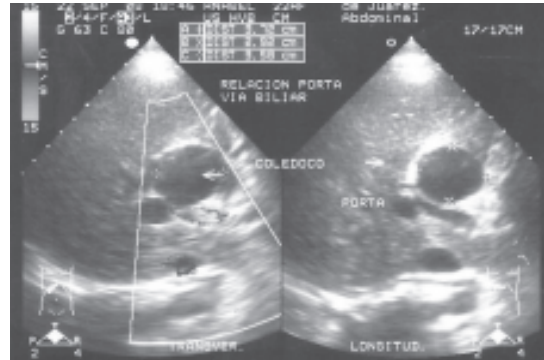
Ultrasonido que muestra el quiste en colédoco
